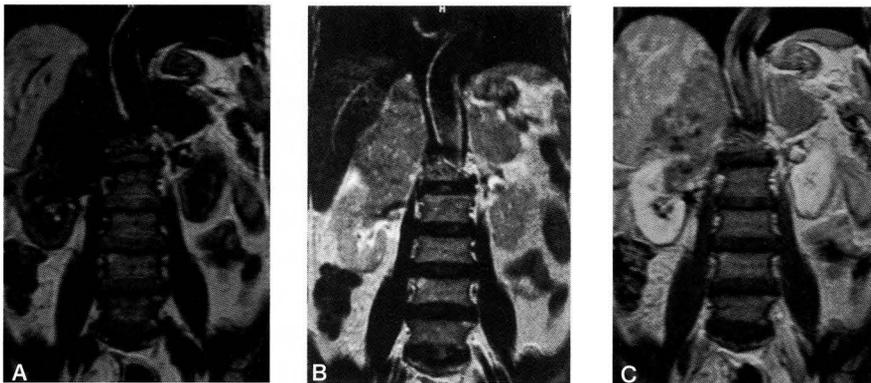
腹部MRI冠状断像。A:T1強調像。腫瘍は腎実質に比し低信号強度を呈し、やや不均一である。B:T2強調像。腫瘍は腎実質に比し低信号強度を呈し、やや不均一である。C:造影T1強調像。全体に淡く造影されており、わずかであるが、一部に嚢胞状変化を認める。
